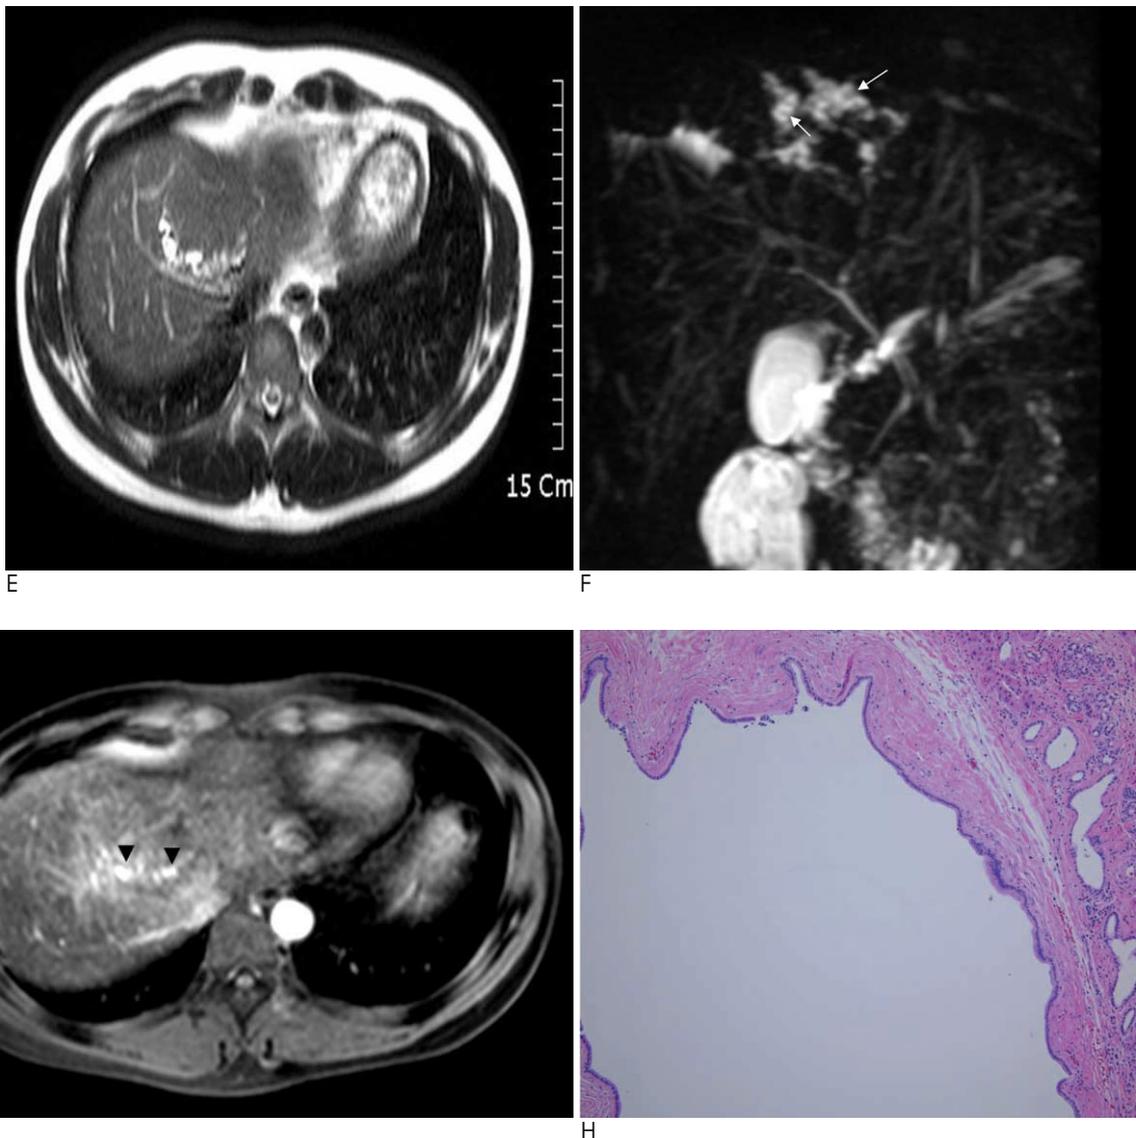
E. T2-weighted axial image shows high signal intensity tubular structures suggestive dilated intrahepatic bile ducts and small low signal nodular foci at wall of dilated bile ducts suggestive fibrovascular bundles. F. T2-MRCP image shows lobulated high signal intensity cystic lesions with small low signal intensity nodular foci (arrows) suggesting dilated intrahepatic bile ducts and fibrovascular bundles. G. One hour delayed T1-wighted axial image after Gd-EOB-DTPA injection and 10 minutes after superparamagnetic iron oxide agent injection, shows high signal intensity contrast materials (arrowheads) in dilated intrahepatic bile ducts in segment 4 of the liver, demonstrate that the cystic lesions are dilated intrahepatic bile ducts. H. Microphotogram shows dilated lumen of intrahepatic bile ducts with surrounding inflammatory cell infiltration and mild fibrosis. There is no stone or neoplastic lesion.
